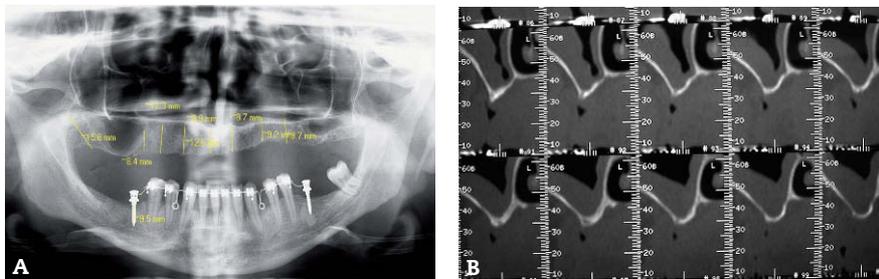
A y B. La tomografía computarizada es capaz de diagnosticar multitud de patologías sinusales no evidentes en la ortopantomografía.
